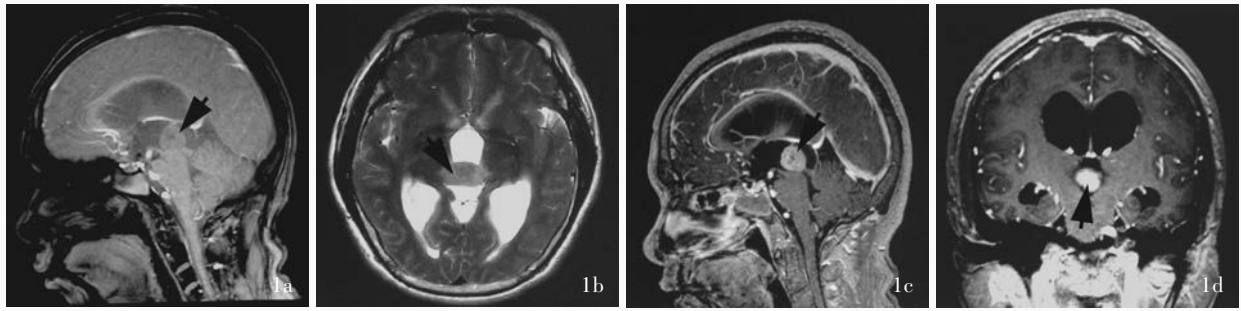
头部MRI检查所见 1a 矢状位T₁WI显示,幕上松果体区和第三脑室后部类圆形占位性病变,呈等皮质信号(箭头所示) 1b 横断面T₂WI显示,病灶呈均匀高信号(箭头所示) 1c 矢状位增强T₁WI显示,病灶强化欠均匀(箭头所示),病灶内可见囊性变,第三脑室和侧脑室扩张 1d 冠状位增强T₁WI显示,病灶位于中线,呈均匀强化(箭头所示),双侧侧脑室扩张
